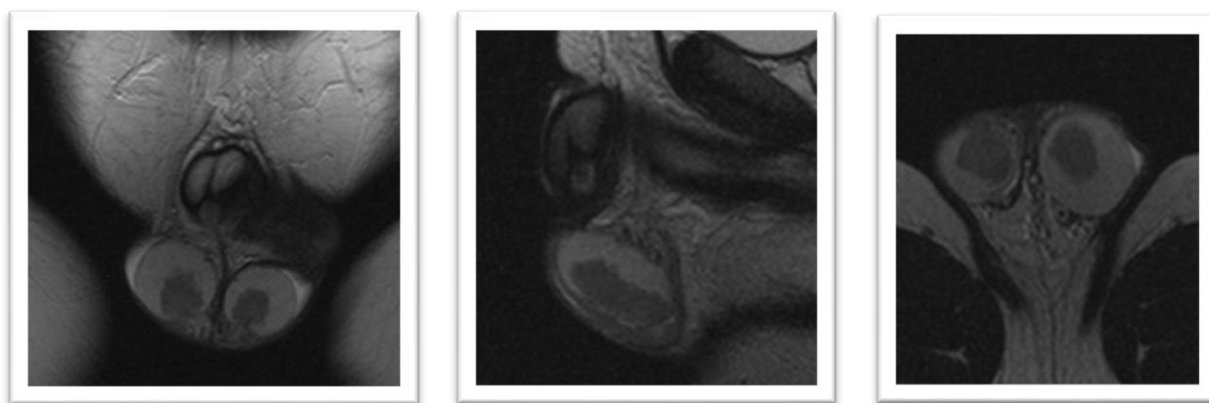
МРТ яичек у пациентов с ВДКН (режим T2 с подавлением жировой ткани)
